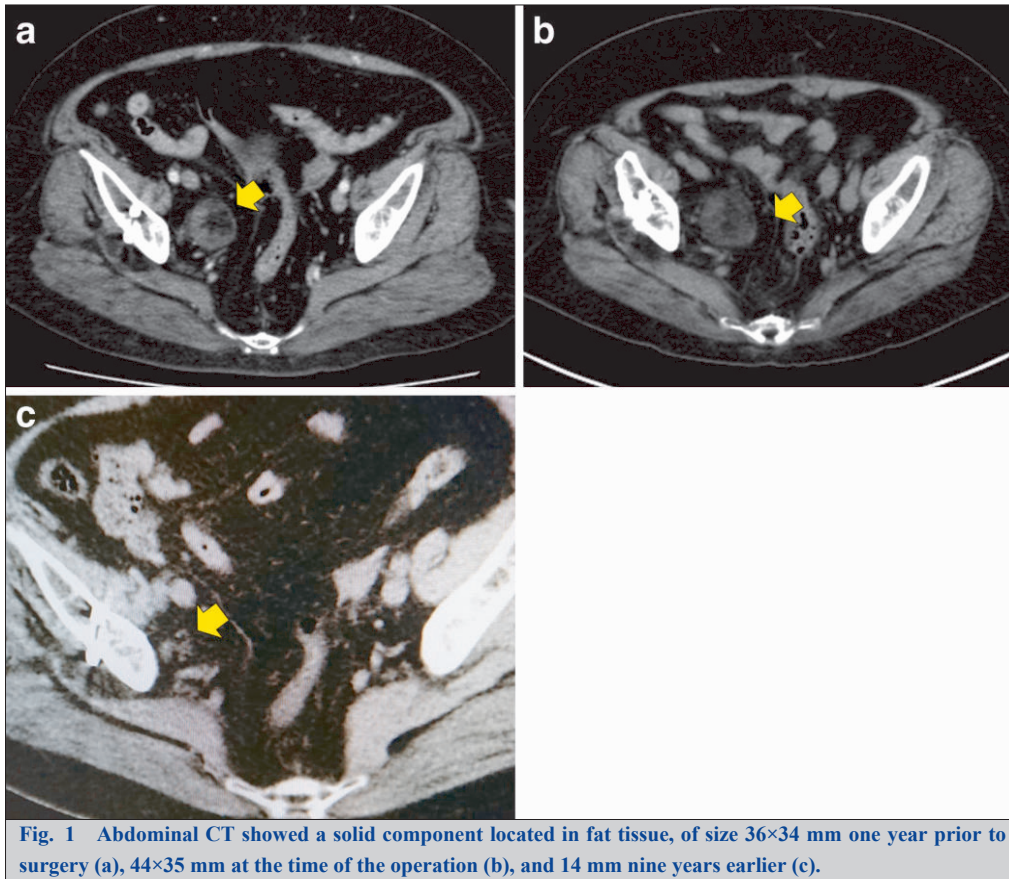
Abdominal CT showed a solid component located in fat tissue, of size 36×34 mm one year prior to surgery (a), 44×35 mm at the time of the operation (b), and 14 mm nine years earlier (c).
